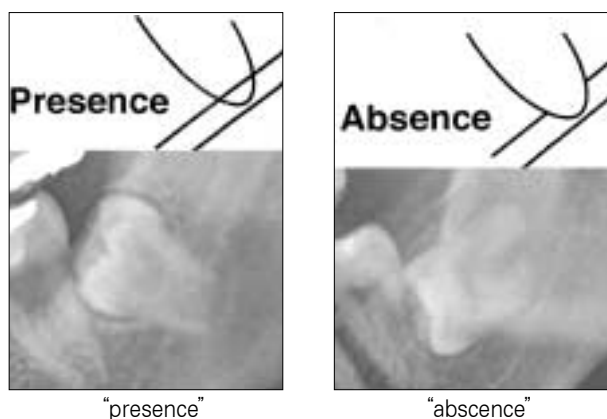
Classification of radiopaque superior white line of the mandibular canal on panoramic radiography. “Absence”, the superior white line is not visible or interrupted ; “Presence”, the superior white line is distinct in the area in which the canal and the tooth are superimposed (by Nakagawa et al).
